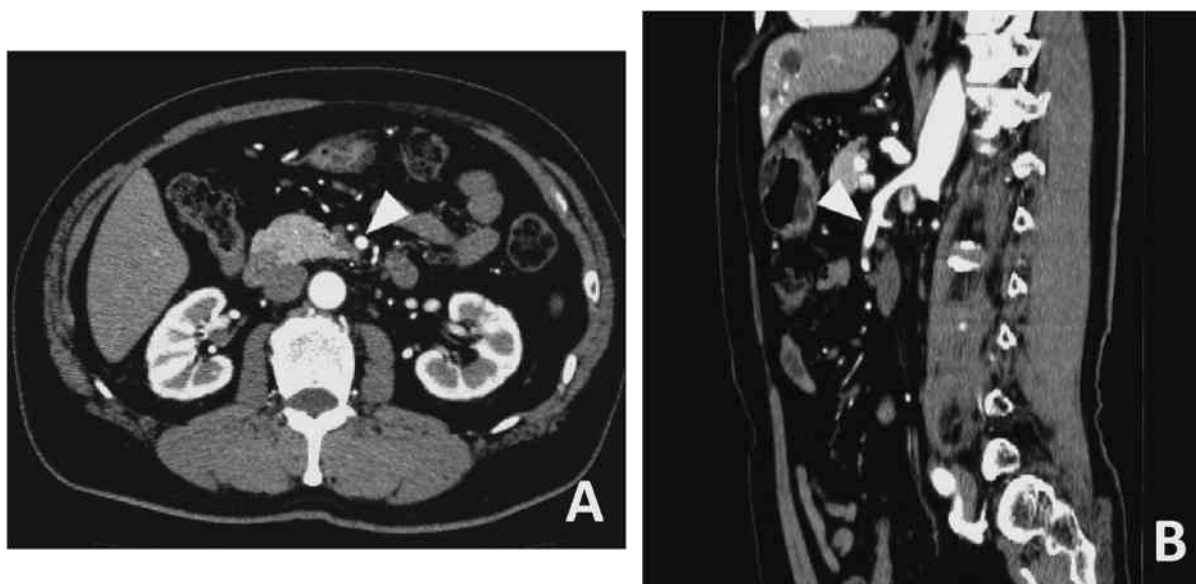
症例1。発症後10カ月後の腹部造影CT検査
